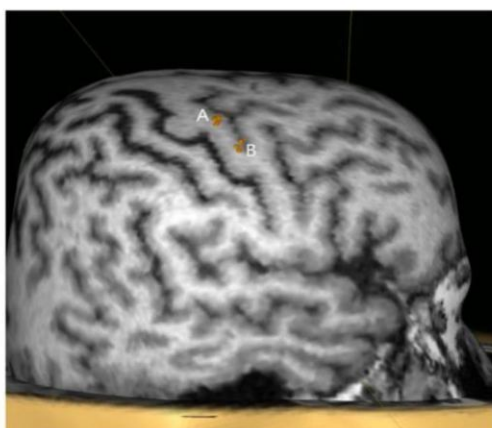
Prikaz MEP i CSP iz CT mišića kod pacijenta s adukcijskom laringealnom distonijom. Mapiranje LMC-a (desna hemisfera) i bilježenje CoMEP iz CT mišića pri intenzitetima od 60–80% maksimalnog izlaza stimulatora, s latencijom MEP-a od 11,3 ms. Na gornjem dijelu slike prikazani su preklopljeni MEP-ovi, a na donjem dijelu srednja vrijednost i medijan tih odgovora. CSP nije bilo moguće zabilježiti. Slika preuzeta i prilagođena prema Rogić Vidaković i sur., 2022. (46) prema licenci CC BY 4.0.
